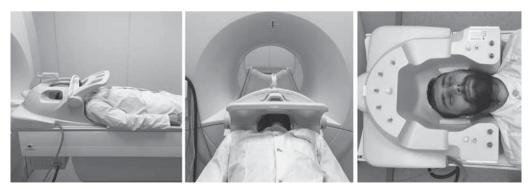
Укладка пациента при МРТ головного мозга.
